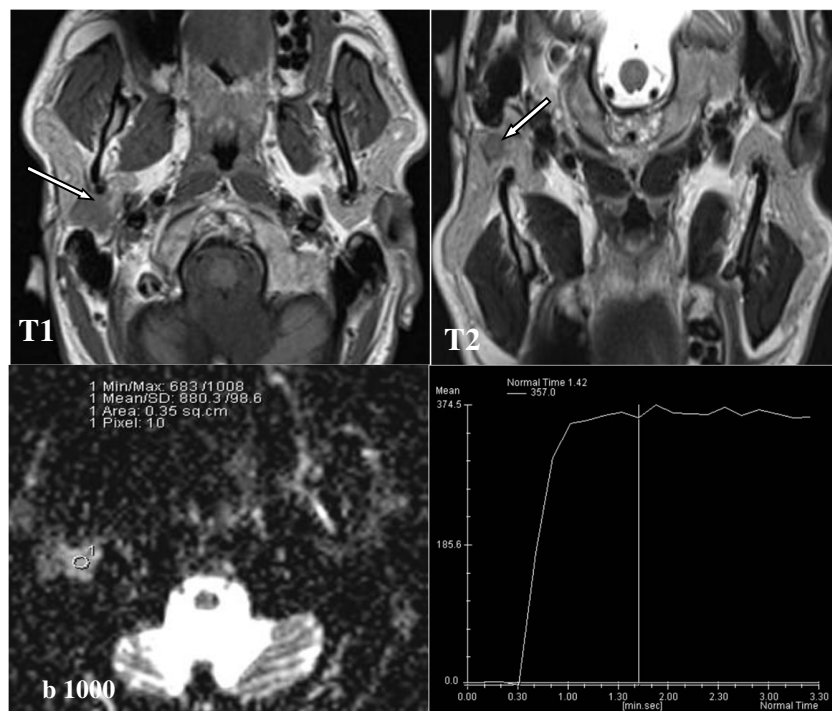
IRM en faveur d'une tumeur maligne de la glande parotide.
